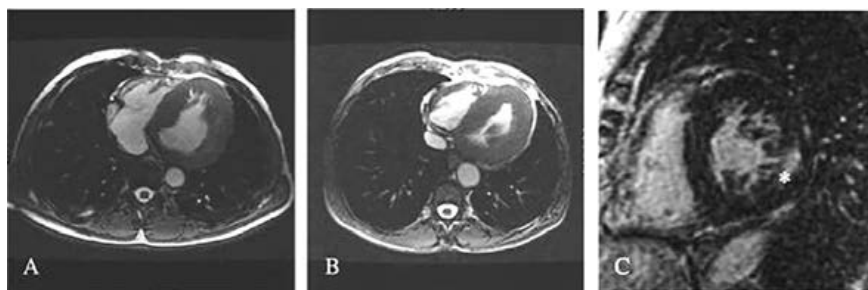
МРТ сердца для оценки гипертрофии и фиброза левого желудочка: А) гипертрофия левого желудочка у 51-летнего мужчины с цереброваскулярным поражением и терминальной стадией почечной недостаточности (диализ); В) гипертрофическая кардиомиопатия у 56-летнего мужчины с аритмией, лейкоареозом и трансплантацией почки; С) позднее улучшение у 63-летней пациентки с терминальной стадией почечной недостаточности (диализ).
